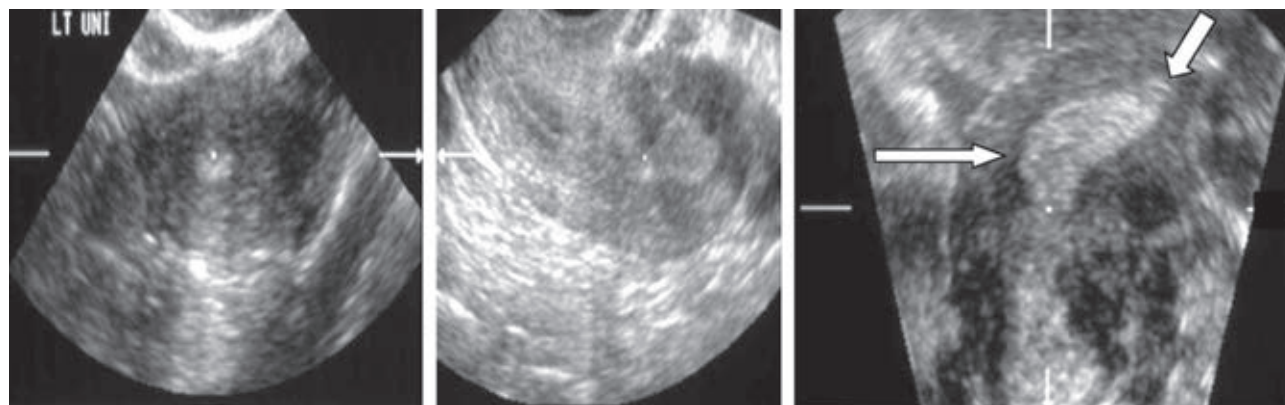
Útero unicorne. A) Corte transversal. B) Corte sagital por ultrasonografía endovaginal bidimensional que demuestra un útero sin alteraciones morfológicas gruesas. C) Reconstrucción transversa oblicua por medio de ultrasonografía endovaginal tridimensional que muestra una apariencia lenticular anormal de la cavidad endometrial (flecha larga), con disminución asimétrica en el cuerno (flecha corta). Cortesía de: Anna Lev-Toaff, MD, Thomas Jefferson University, Philadelphia, Pa.
